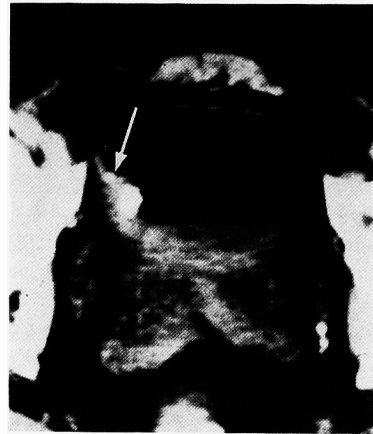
CT of a case of Fig. 4. The bladder wall at the base (arrow) of the tumor was thick and tumor invasion into the muscle layer was suspected.
